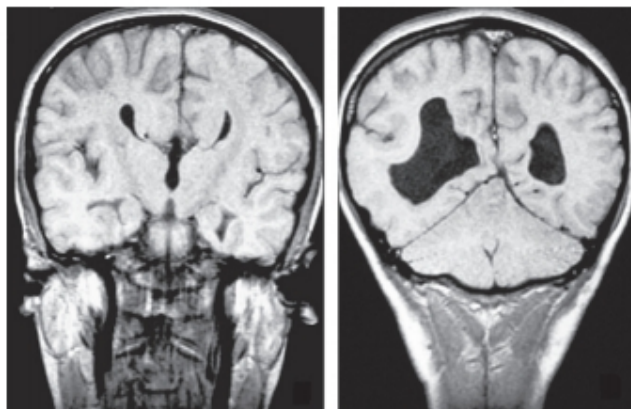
RM en la epilepsia focal. Anomalías de giración en un caso de agenesia del cuerpo calloso.
